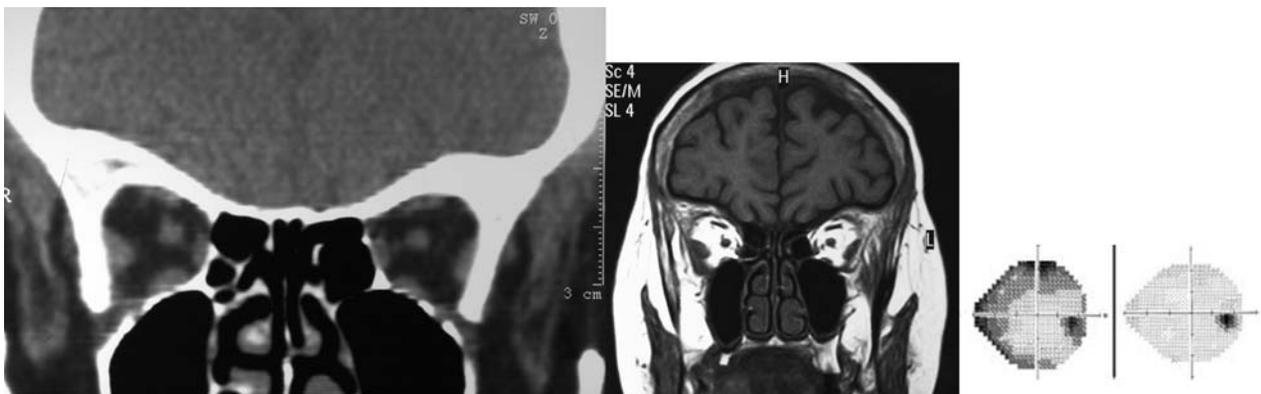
Neuritis retrobulbar OD en pseudotumor orbitario en paciente con ACG y leve exoftalmos derecho en fase aguda. Izquierda: TC mostrando engrosamiento muscular del recto externo e inferior. Centro: RM coronal con engrosamiento muscular e hiposeñal en T2. Derecha: Campo visual en fase aguda y a los 3 meses tras tratamiento.
